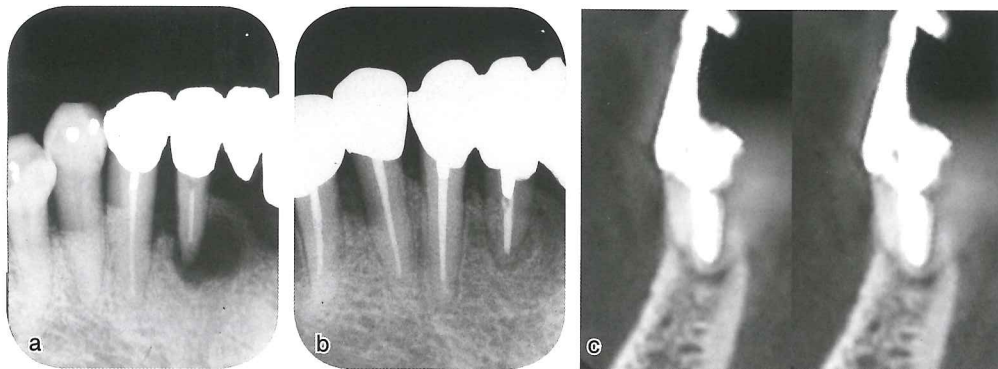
患者は42歳の女性， $\overline{2}$ の腫脹，疼痛。a: 初診時のデンタルエックス線写真。b: 術後3年のデンタルエックス線写真。c: 術後3年のCT画像。
